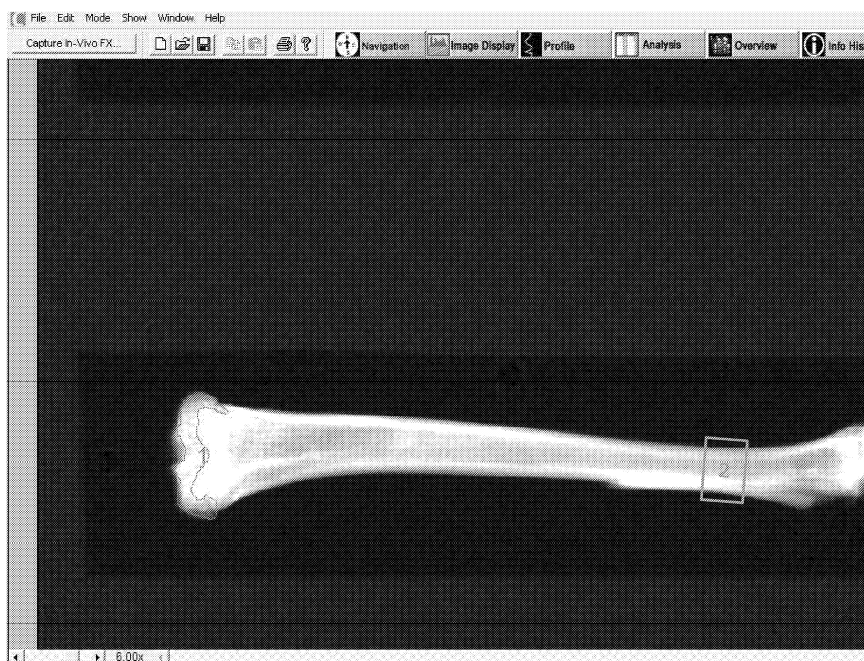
X-ray density of proximal tibial epiphysis and the bone density of the distal tibial diaphysis. The line in the proximal tibial epiphysis shows the trabecular region of interest (ROI) and the square shows the ROI in the distal tibial diaphysis. Carestream Molecular Imaging Software (version 5.02).
